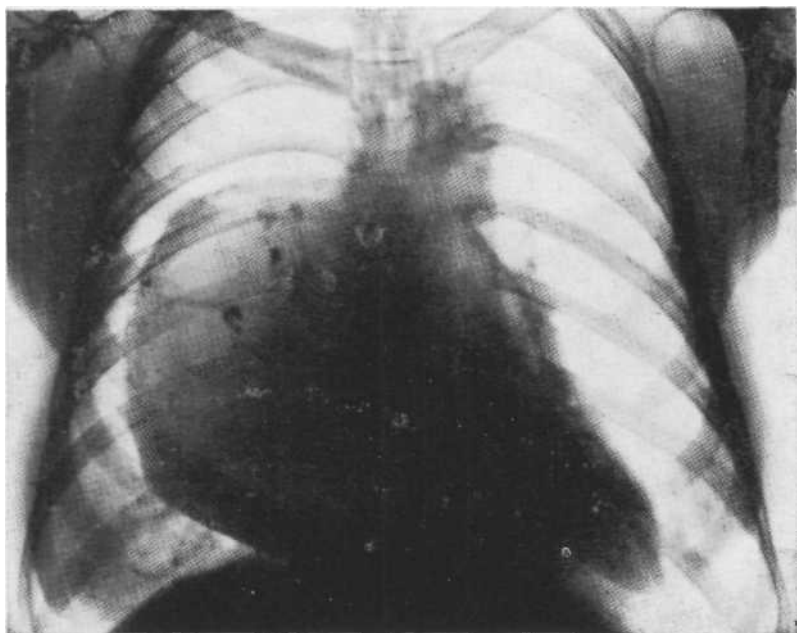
Обзорная суиерэкспонированная рентгенограмма. Тератома средостения с включениями в виде зубов.
